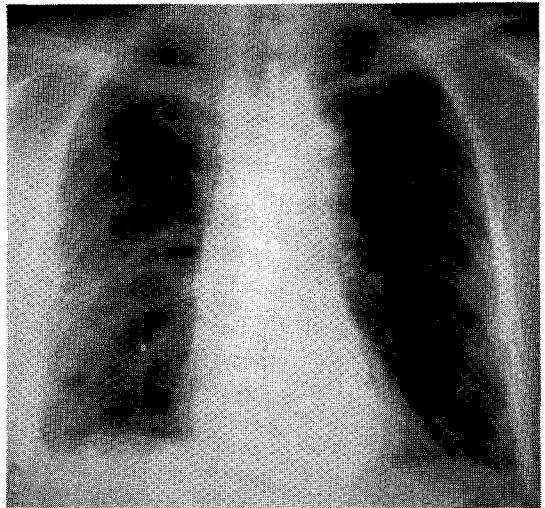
Follow-up chest radiograph obtained 10 days after withdrawal of amiodarone and steroid treatment shows more clearing of airspace opacities in the lung fields, but still notes linear and reticular densities in the both lung fields.
